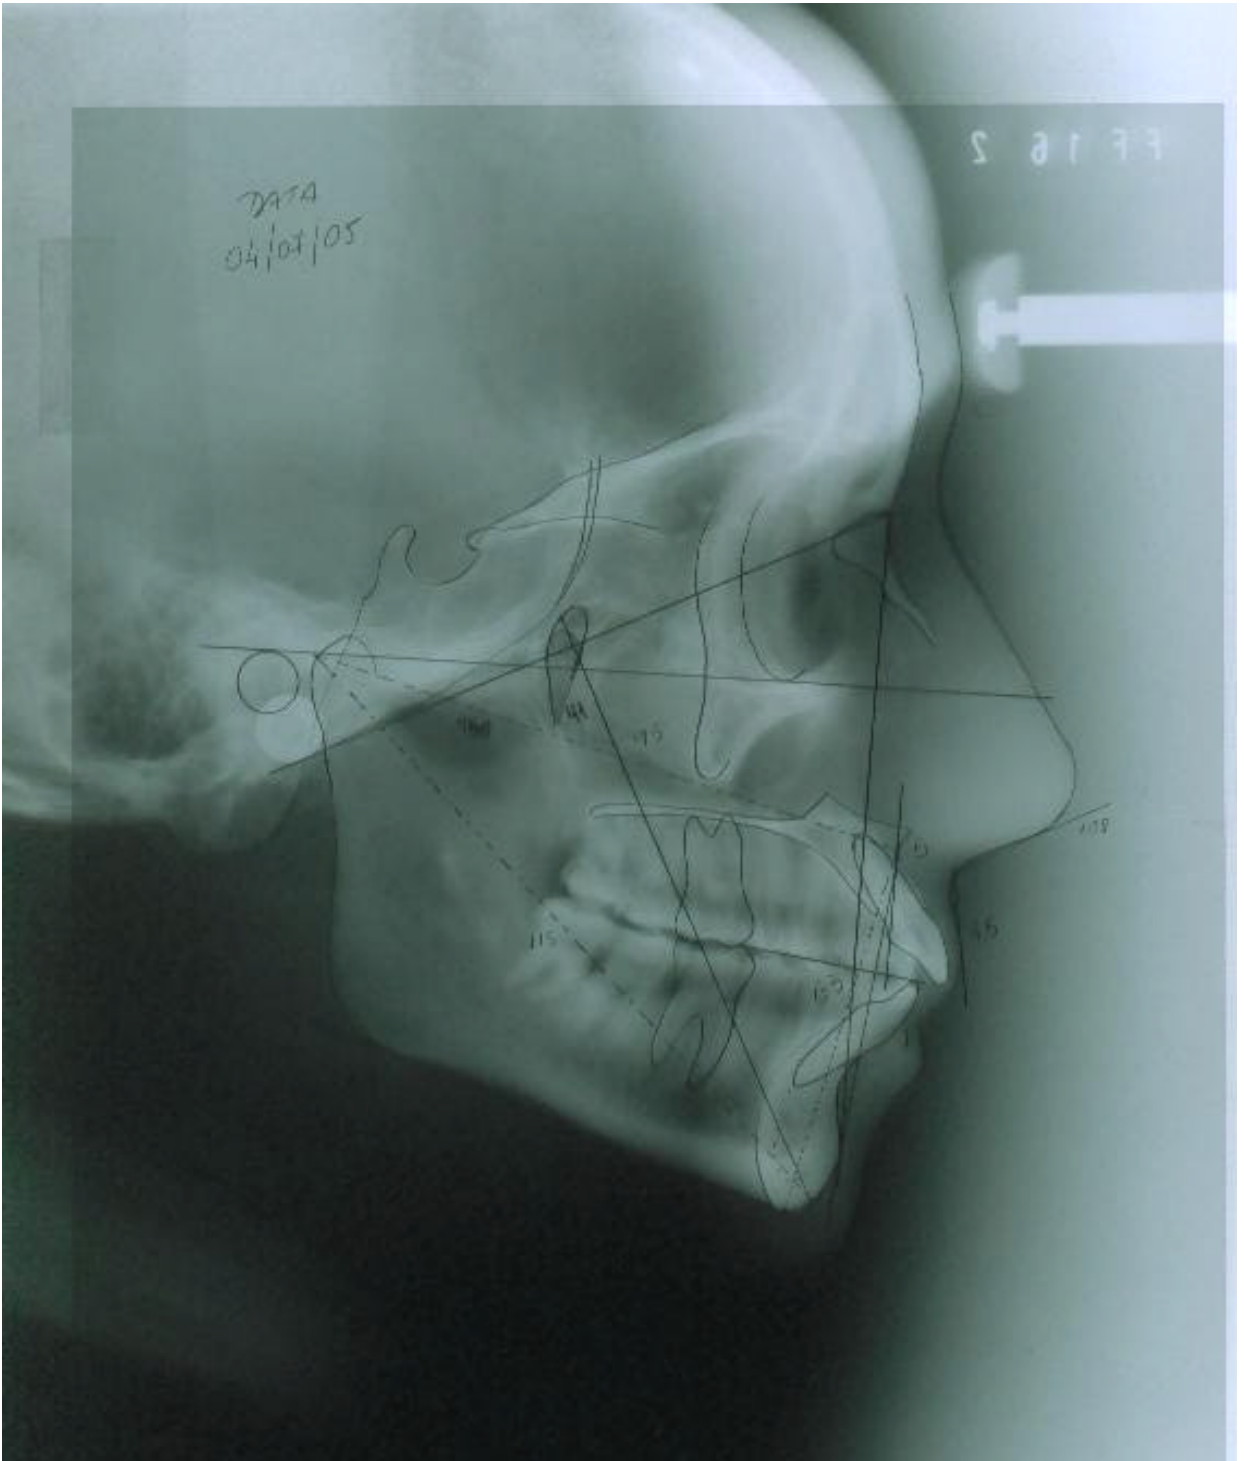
Radiografia cefalométrica e a cefalometria
